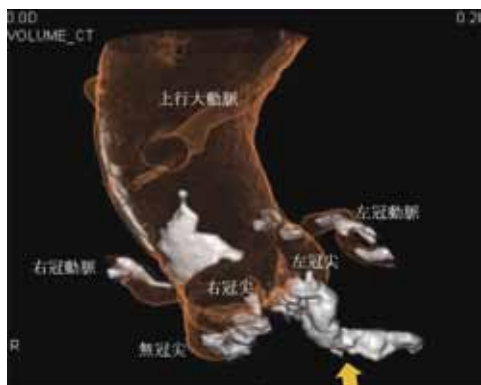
大動脈弁の術前3D-CT. 左冠尖から左室流出路に連続する石灰化が認められる(↑).
